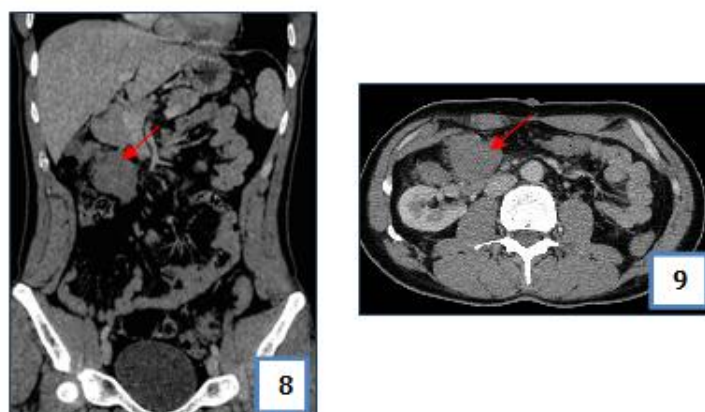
TDM abdominale C+ en reconstruction coronale et axiale, montrant une masse mésentérique de contours irréguliers et rehaussée de façon homogène, faisant évoquer une tumeur desmoïde.
